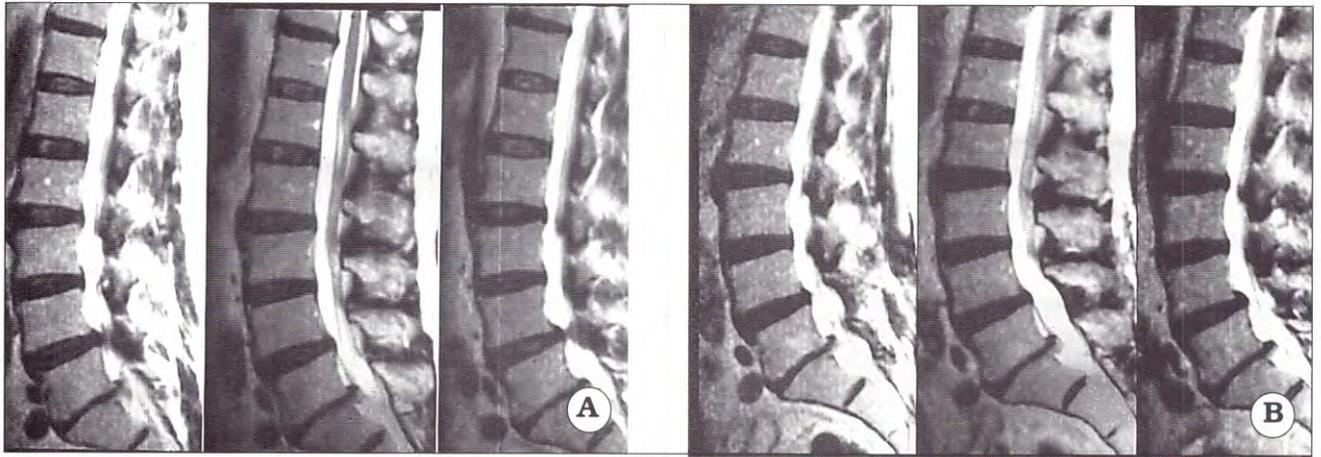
A. IRM preoperatoria sagital ponderada en T2 que muestra una EL subarticular bilateral L4-L5. B. IRM postoperatoria sagital ponderada en T2 que muestra la resolución de la estenosis luego de un abordaje unilateral con descompresión bilateral.
